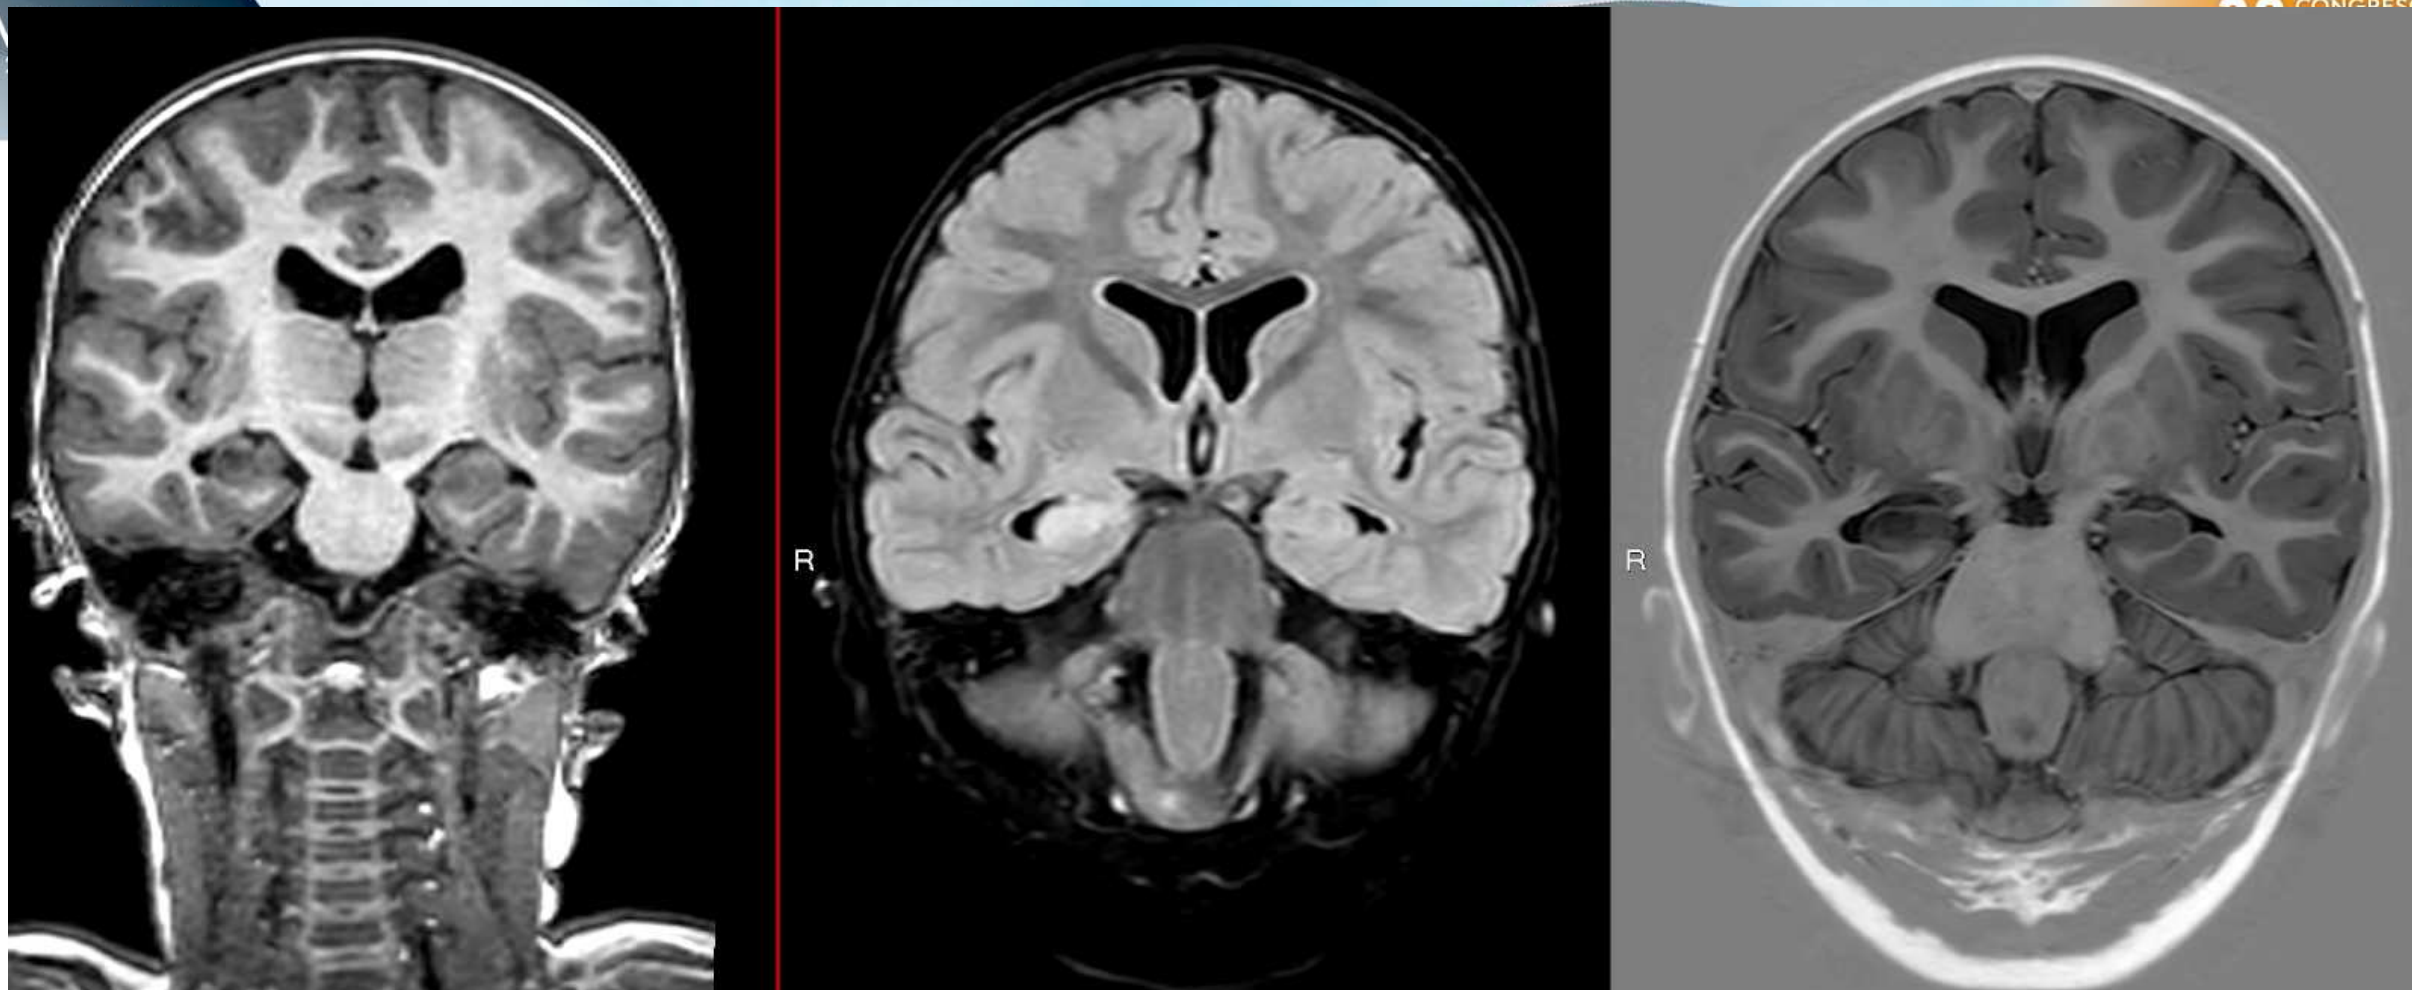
Se realiza estudio selectivo de ambos lóbulos temporales mediante secuencias T1, FLAIR y doble inversión recuperación en plano coronal, apreciándose área de hiperintensidad en cuerpo y cola de región hipocampal derecha en relación con edema- astrogliosis/esclerosis hipocampal.
